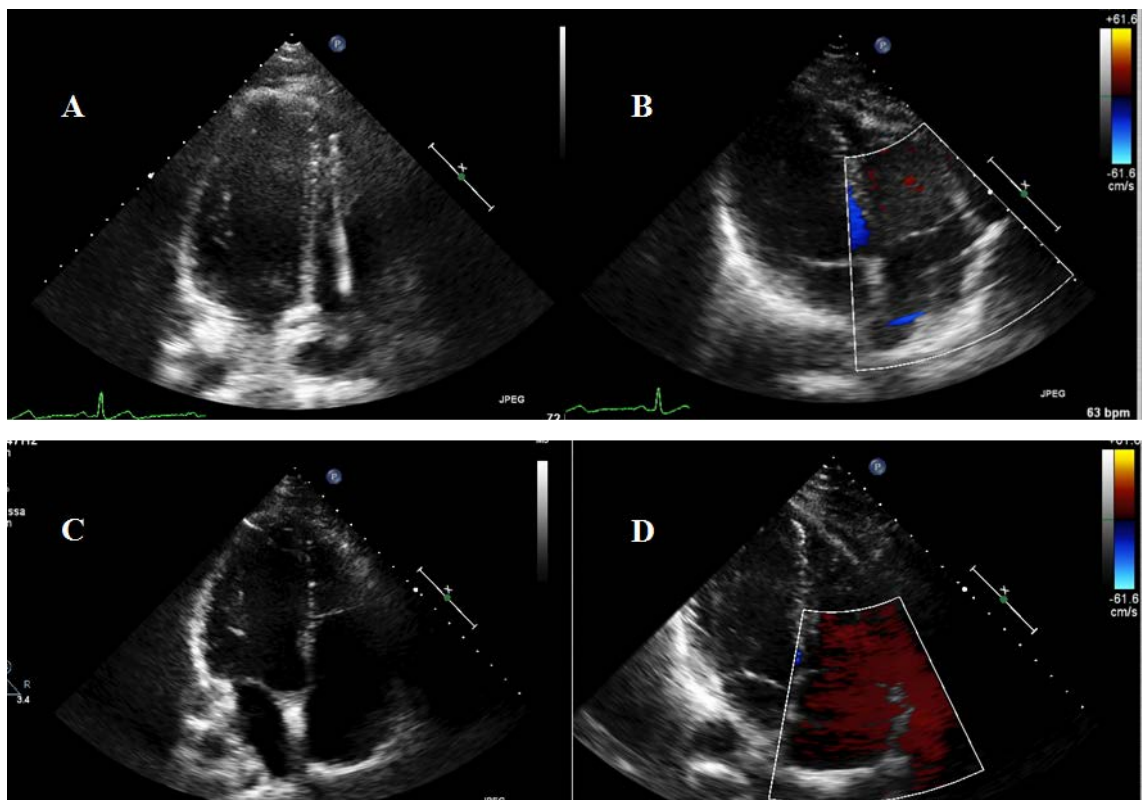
Valutazione ecocardiografica dell'insufficienza valvolare tricuspidalica. TR non significativa all'ecocardiogramma trans toracico, sia prima dell'estrazione di EC ventricolare (A, B), che dopo l'estrazione (C,D).
